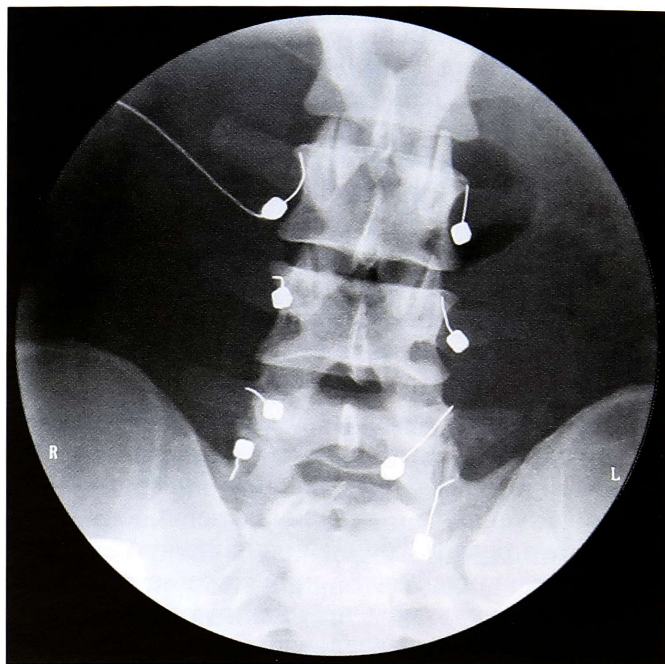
Больной К. Рентгенограмма во время операции радиочастотной деструкции фасеточных нервов.
